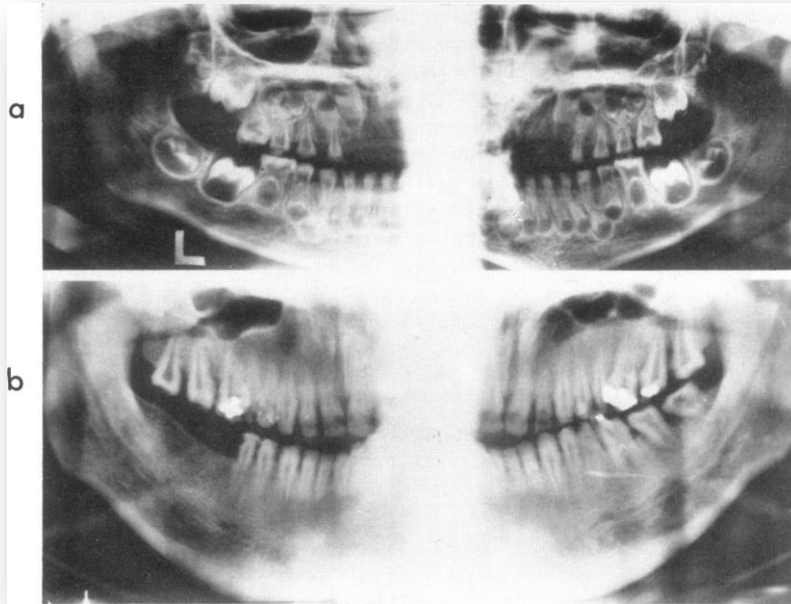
Ortopantomografía de paciente con síndrome tricho-dento-óseo, presenta múltiples taurodontismos.⁴⁰
